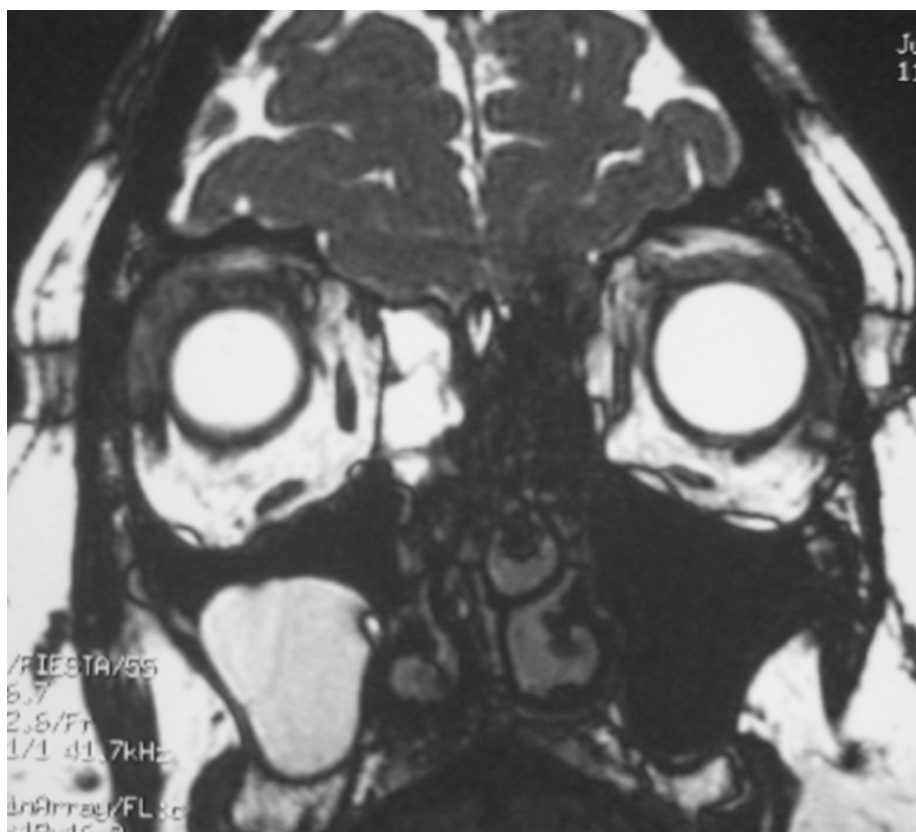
IRM cérébrale en coupe coronale T2 montrant la présence de LCS au niveau des cellules éthmoïdales et du sinus maxillaire (cas n°5 de notre série)
